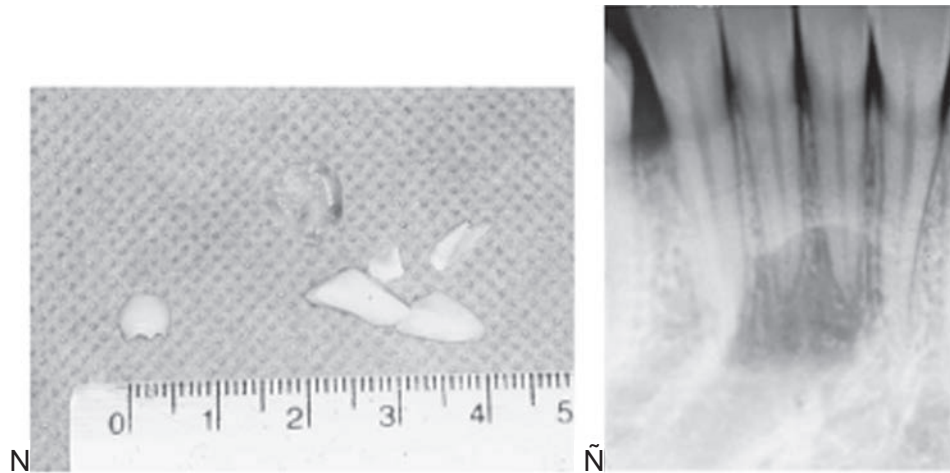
(Continuación) Nótese que mediante este abordaje el contorno gingival queda intacto (previniendo su retracción). El diente seccionado y saco pericoronario (N), y la radiografía posoperatoria que confirma que no hubo daño a los ápices radiculares de los incisivos (Ñ).
